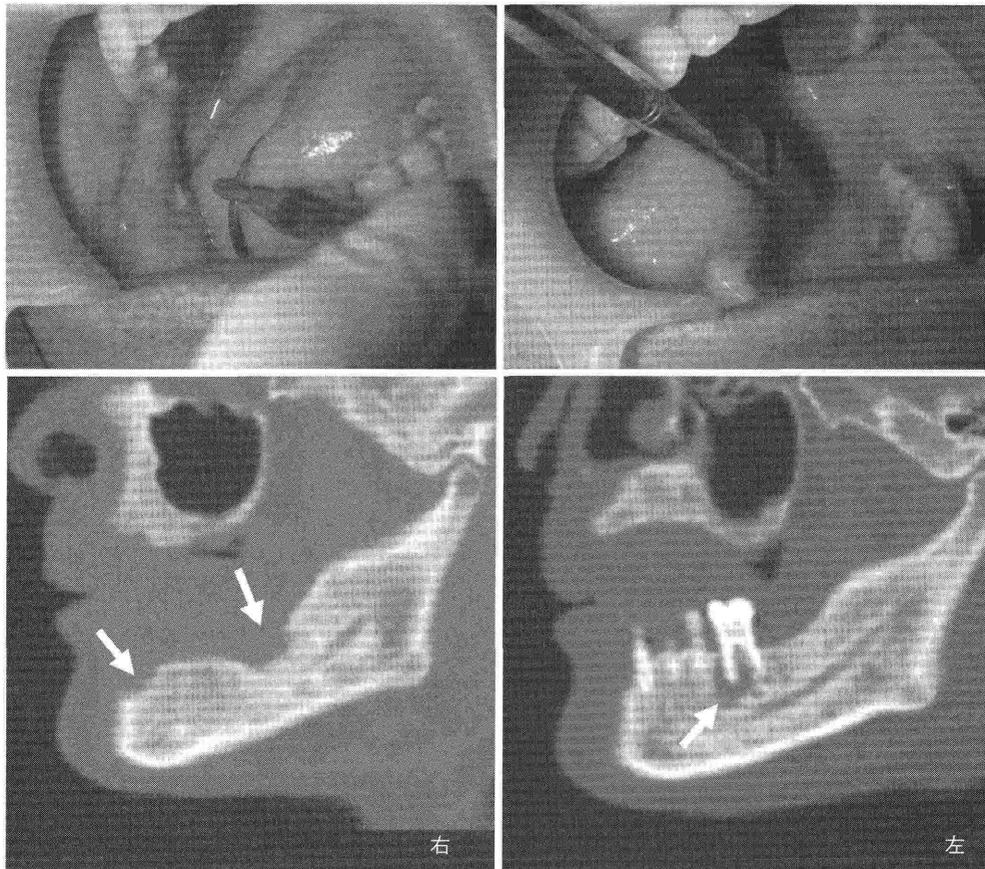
ゴレドロン酸による下顎骨壊死の口腔内写真と下顎部CT
